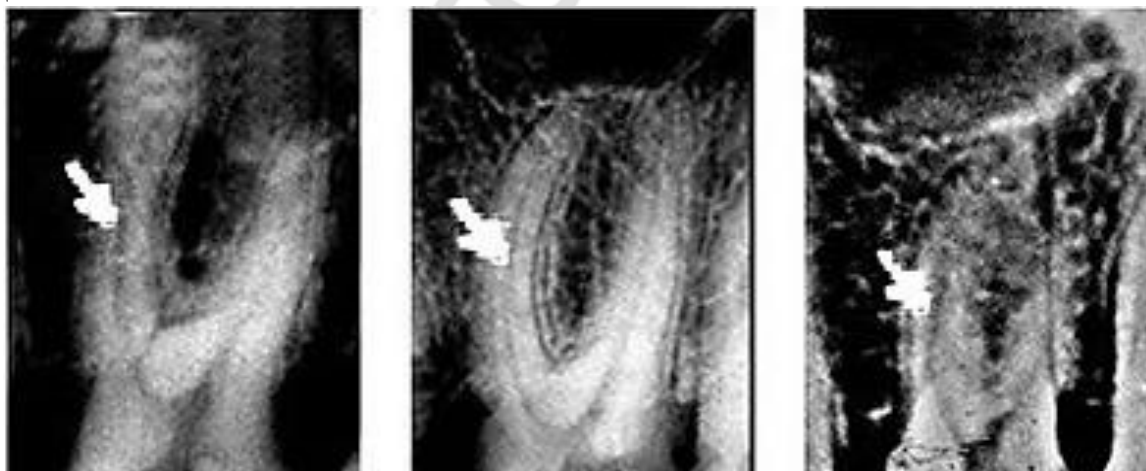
Внутриротовая рентгенография
